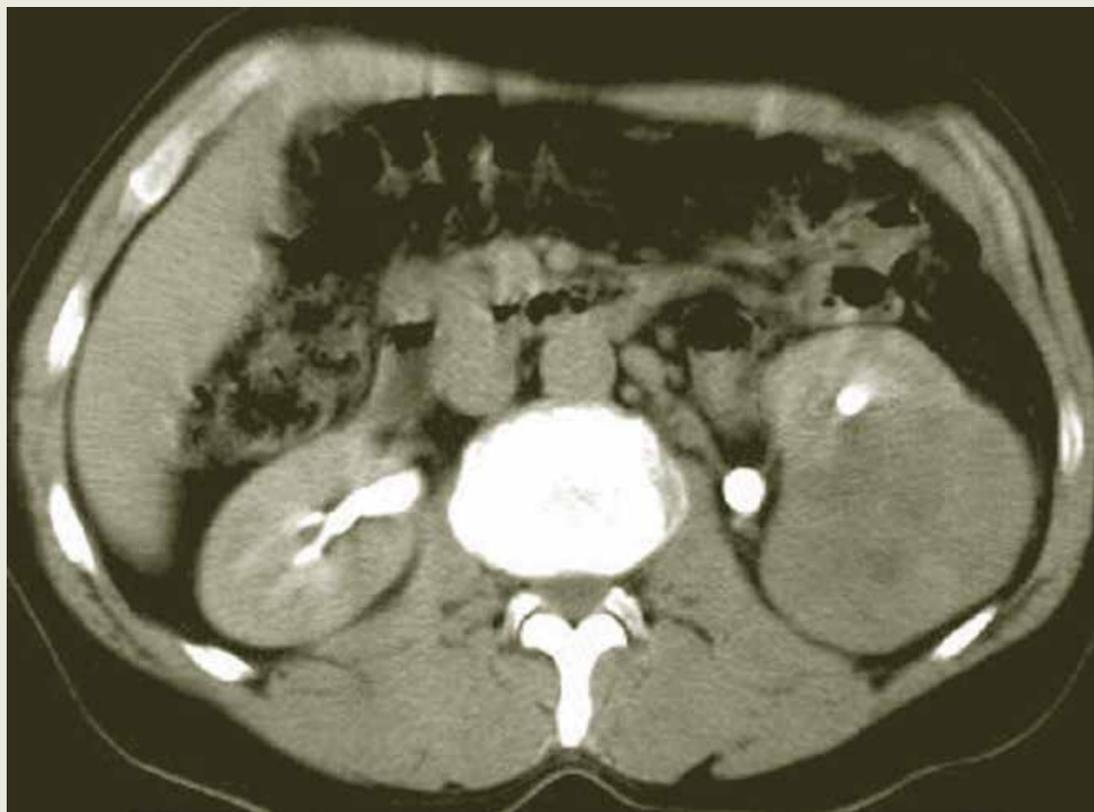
Hipernefroma – grande “massa” renal à esquerda numa TC abdominal contrastada.
